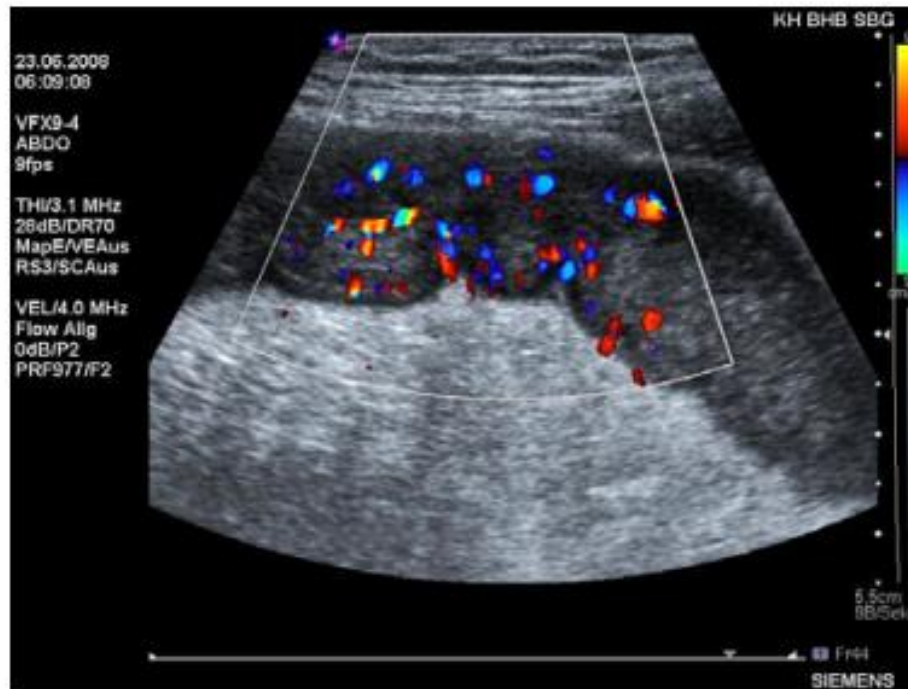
Celiac disease. A sonogram in the lower abdomen (a) shows fluid-filled, moderately dilated, but flaccid small bowel loops. Peristalsis was markedly increased. Mesenteric vessels on a transverse scan of the upper abdomen (b) are widened as a consequence of chronic hypervascularization.
